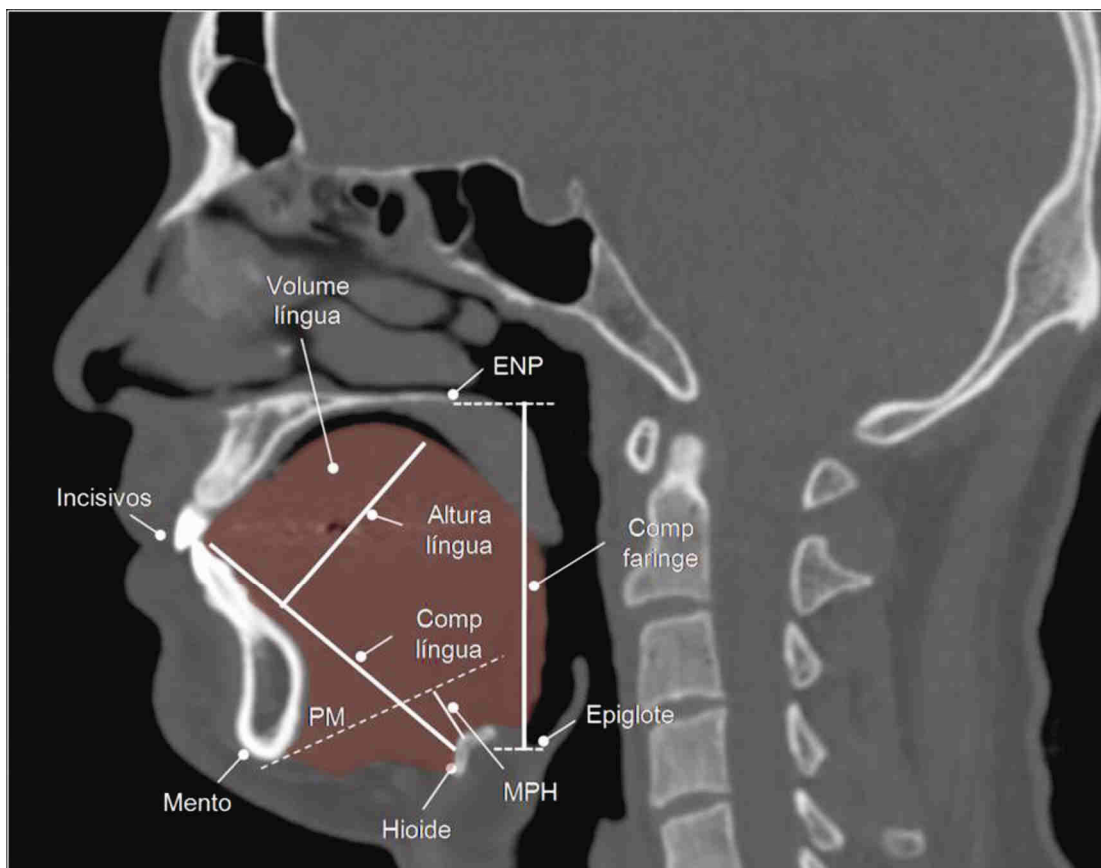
Representação de uma imagem de tomografia computadorizada da via aérea superior
